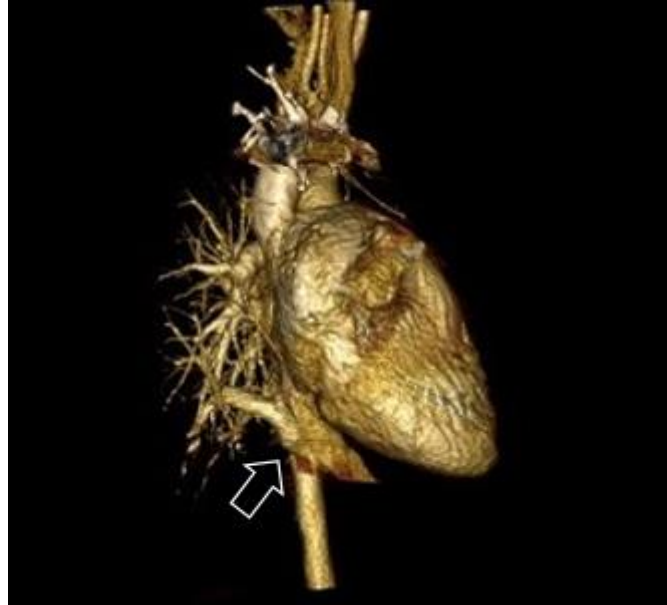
Angiotomografia, corte coronal, evidenciando drenagem anômala parcial da veia pulmonar direita e hipoplasia do pulmão ipsilateral
